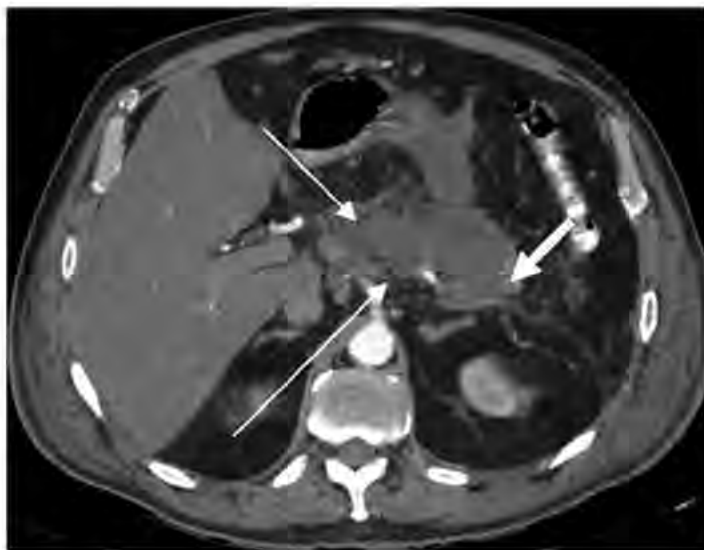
КТ пациента В., 61 год, с алкогольным панкреатическим некрозом. 12-й день от начала болезни. Тонкие стрелки указывают на зоны сниженного прокрашивания и легкой гетерогенности, толстой стрелкой отмечен участок сохраненной ткани хвоста поджелудочной железы.
